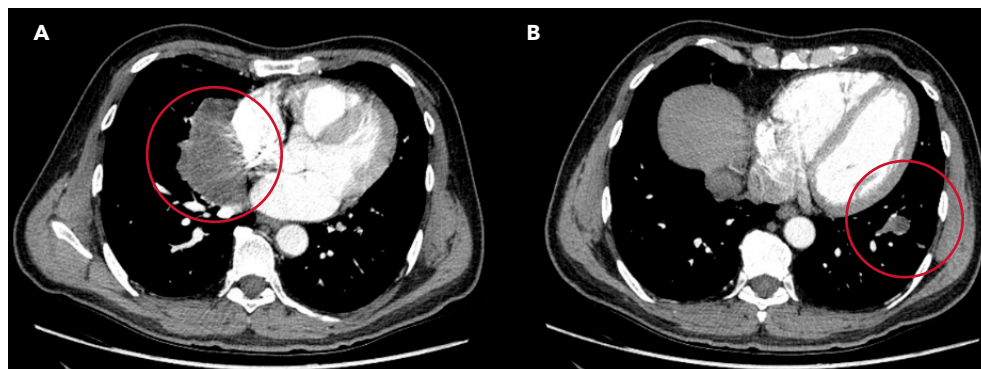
Tomografía computarizada de tórax, en corte axial con contraste. (A) Se observa masa con densidad de tejido blando, con epicentro en el lóbulo medio, bordes espiculados, con invasión del mediastino y escaso realce con el contraste. (B) Masa de similares características en la base pulmonar izquierda. En los otros cortes de la tomografía, no se evidenció compromiso adicional del parénquima pulmonar, tampoco ganglionar ni derrame pleural.
